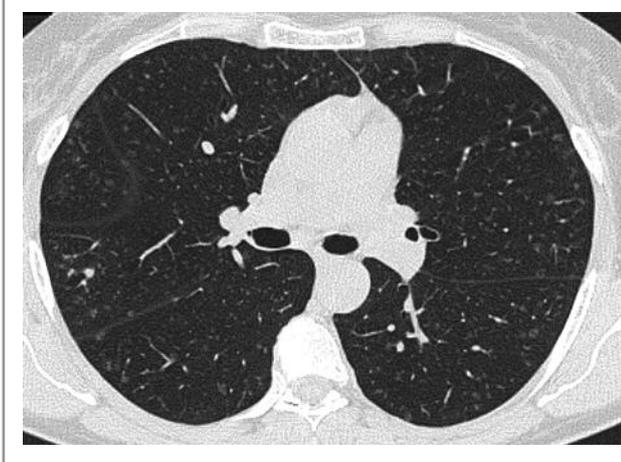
КТ ОГК плотных очагов от 11.08.2017.
